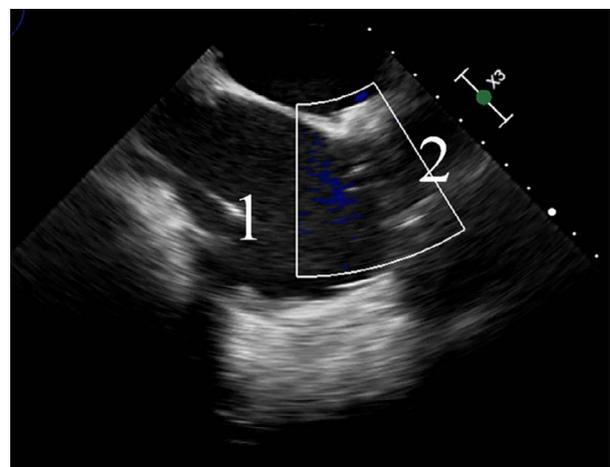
Чреспищеводная эхокардиография после операции: 1 — правое предсердие; 2 — аорта
